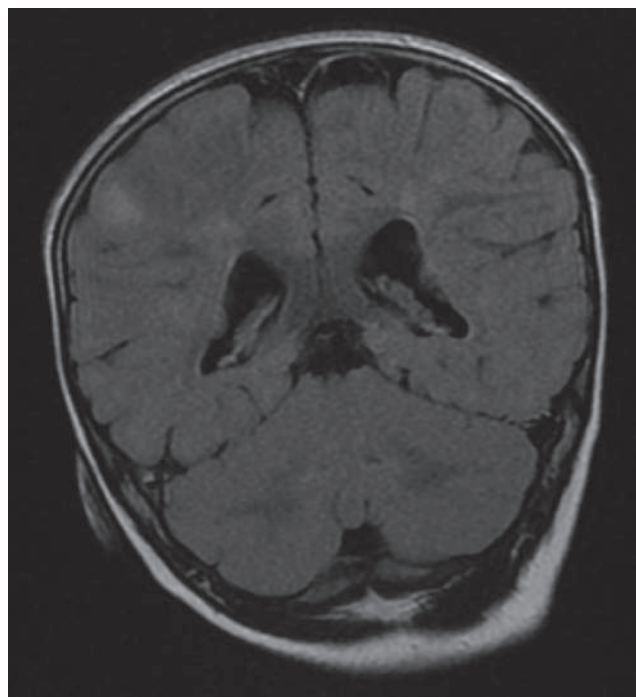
Astrocytomes sous-épendymaires faisant saillie dans la lumière des ventricules latéraux dans le cadre d'une sclérose tubéreuse de Bourneville. IRM FLAIR.
